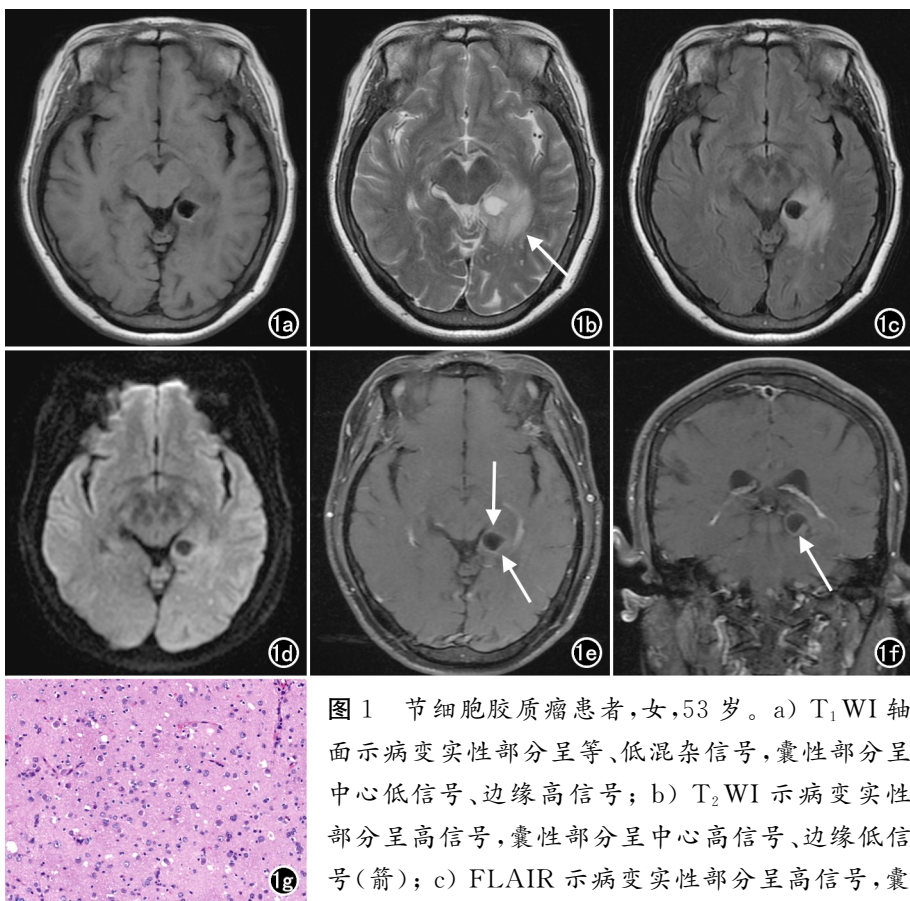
节细胞胶质瘤患者,女,53岁。a) $T_1\text{WI}$ 轴面示病变实性部分呈等、低混杂信号,囊性部分呈中心低信号、边缘高信号; b) $T_2\text{WI}$ 示病变实性部分呈高信号,囊性部分呈中心高信号、边缘低信号(箭); c) FLAIR 示病变实性部分呈高信号,囊性部分呈中心低信号、边缘高信号; d) DWI 示病变囊性部分呈中心低信号、边缘高信号,实性部分呈等、稍高信号; e) MRI 增强扫描轴面示绕囊性病变周围斑片状强化(箭),其余未见强化; f) MRI 增强扫描冠状面示绕囊性病变周围斑片状强化(箭),其余未见强化; g) 镜下示肿瘤细胞由大的神经节细胞及明显多样性的胶质细胞组成($\times 200$, HE)。
